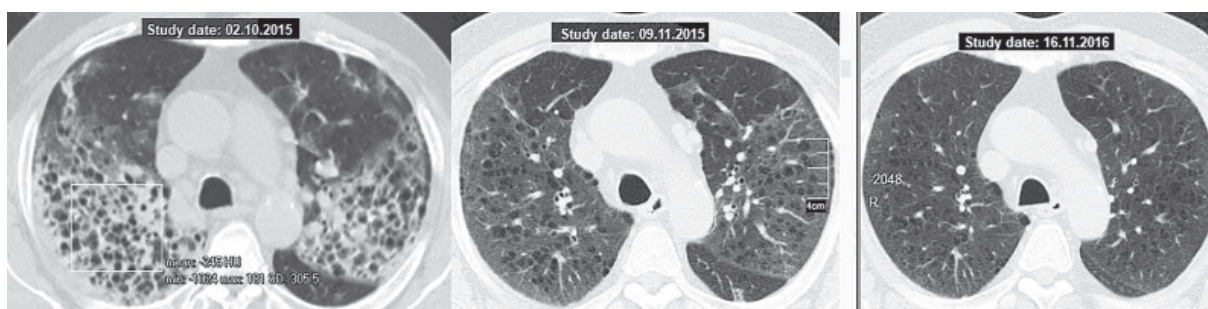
КТ (аксіальний зріз на рівні дуги аорти) пацієнта О. Криптогенна організуюча пневмонія в гострий період (ліворуч) через місяць після початку ГКС-терапії (в центрі) і через рік спостереження (праворуч)
